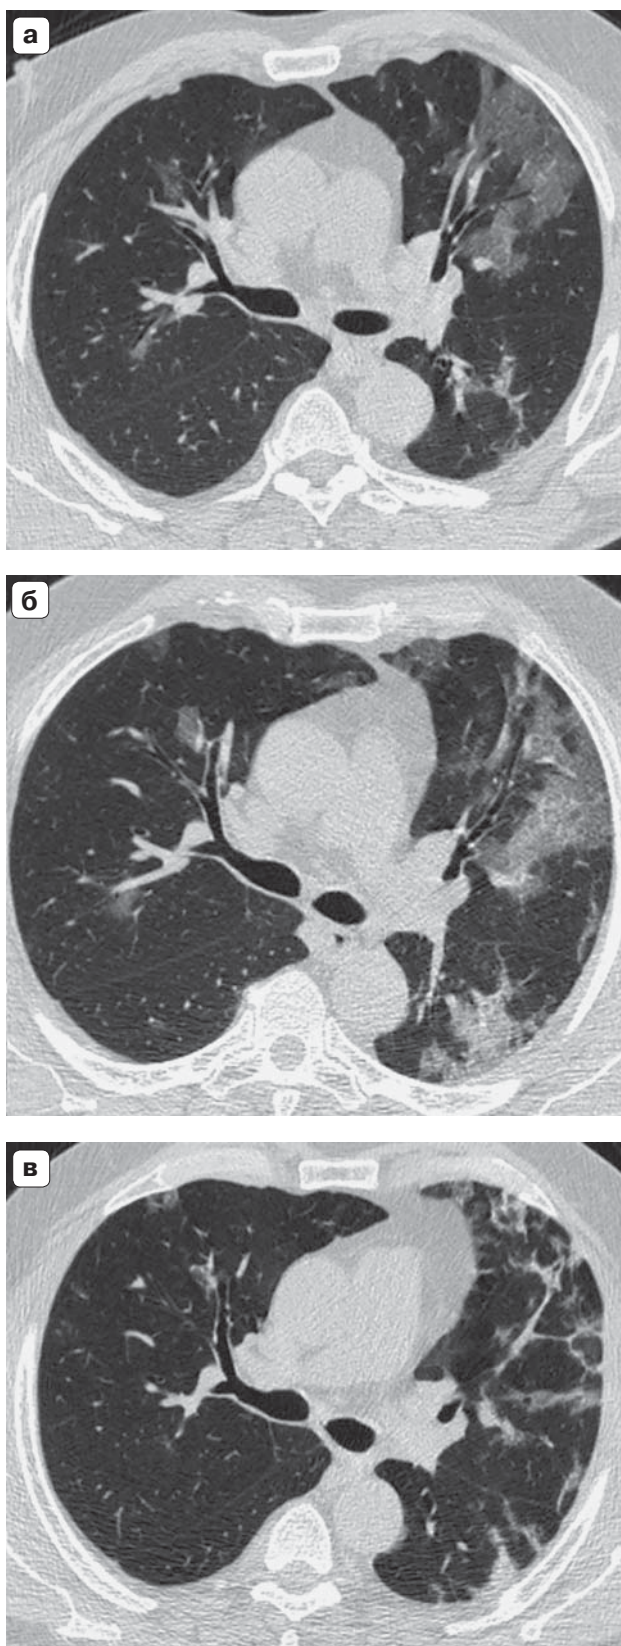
Пациент Е., 58 лет. Новая коронавирусная инфекция (диагноз подтвержден). Компьютерные томограммы органов грудной клетки.
